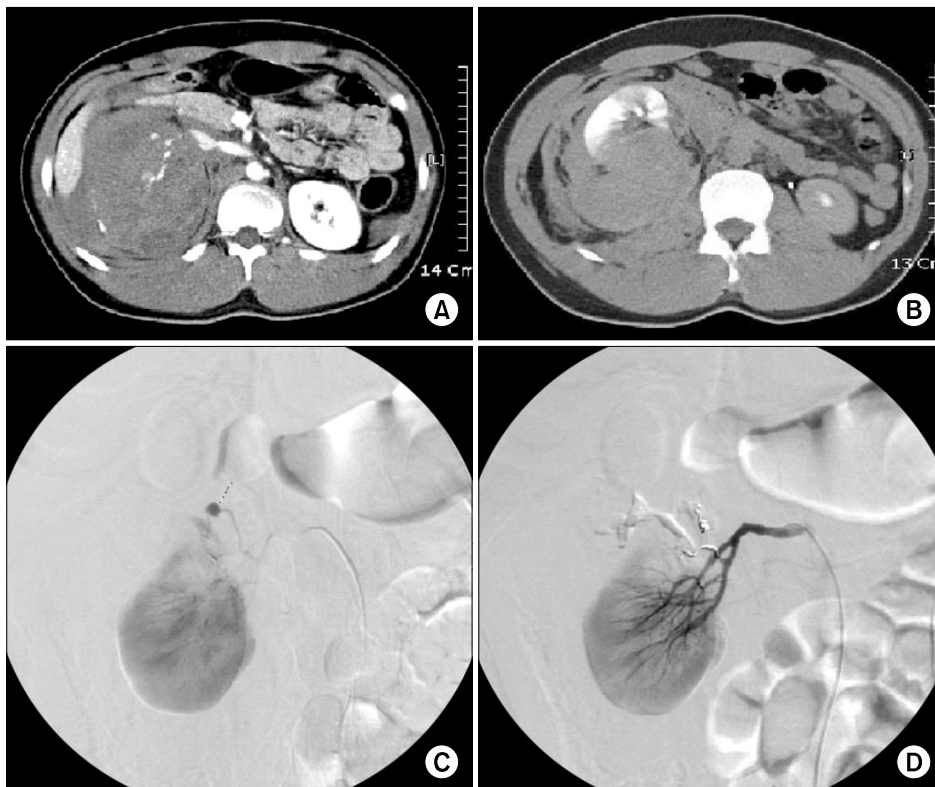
A 16-year-old boy. (A) and (B) show active bleeding at the injured kidney, suggesting grade IV renal injury on CT scan. (C) shows pseudoaneurysm and blood extravasation, suggesting active bleeding of the kidney on angiography. (D) shows that there was no extravasation after selective embolization.
